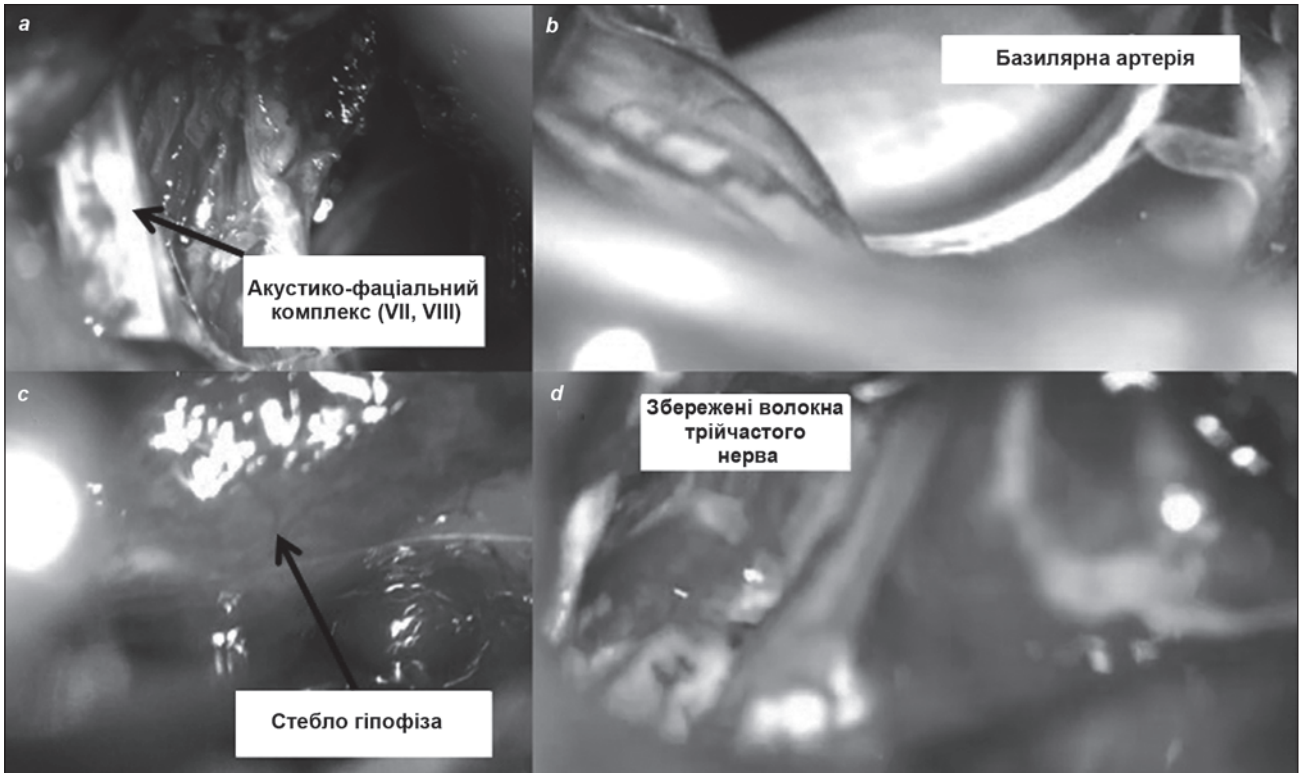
Інтраопераційні фото: а — пухлина відділена від акустико-фаціального нервового комплексу (вестибуло-кохлеарний та лицьовий нерви). Здебільшого макроскопічно ці черепні нерви йдуть одним стовбуром; б — візуалізована базилярна артерія, яку ми спостерігали поряд із пухлиною на передопераційній КТ-ангіографії; с — після видалення пухлини в середній черепній ямці візуалізовано стебло гіпофіза; д — збережена 1/2 товщі трійчастого нерва
